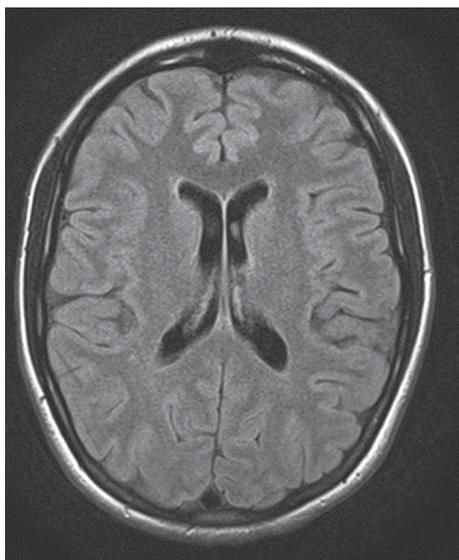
Вариант нормы. МРТ головного мозга. Аксиальная плоскость. Импульсная последовательность FLAIR. Больная Ш., 33 года. В анамнезе – опиоидная и эфедроновая зависимости.
